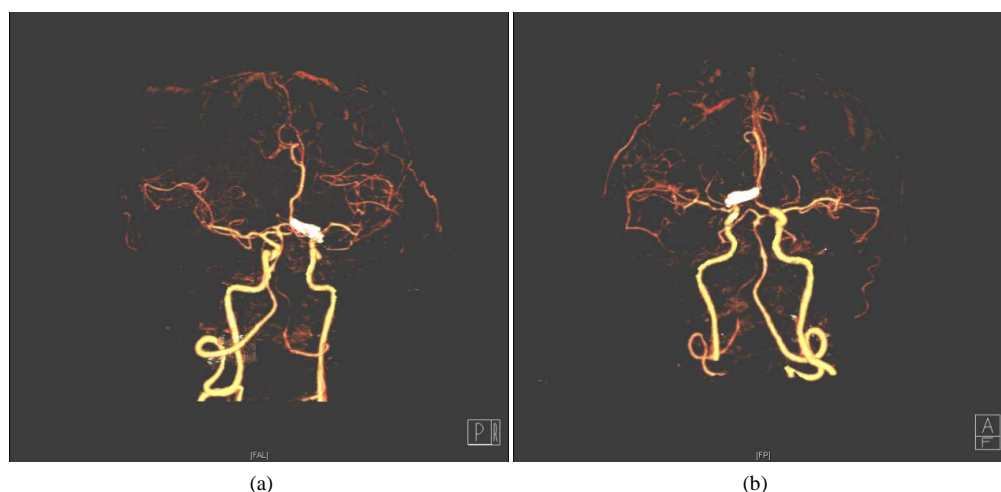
Postoperative CTA review showed that the clipping effect of anterior communicating aneurysm was satisfactory
